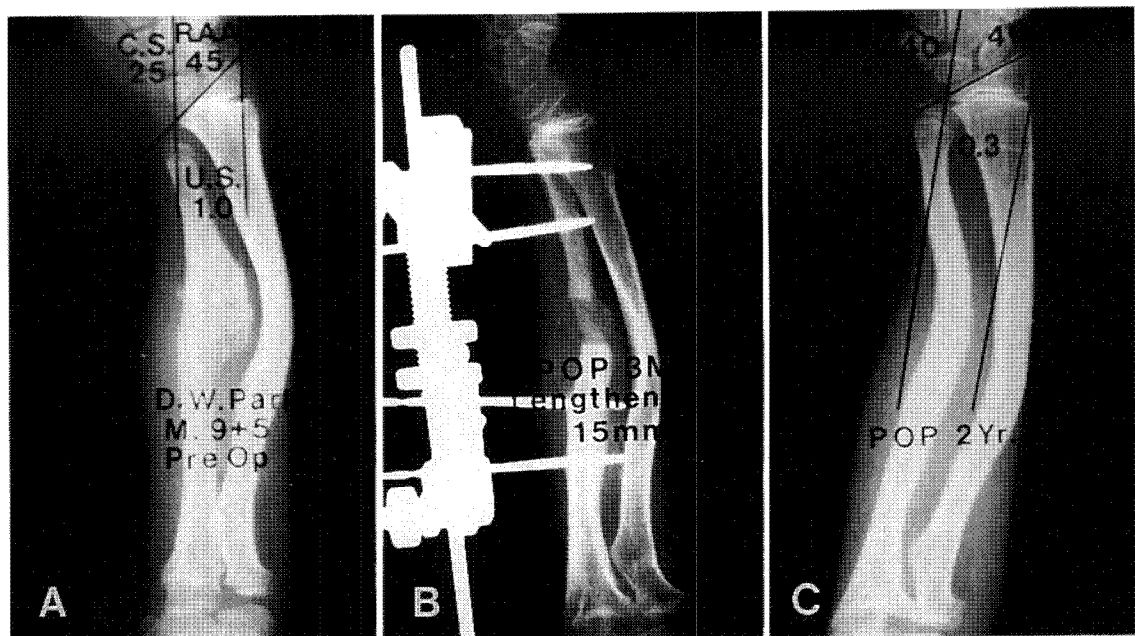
A) Preop. radiograph showing large distal ulna osteochondroma and bowing of the radius
